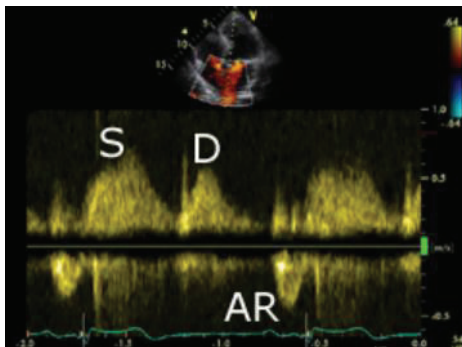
Mesure de l'onde Ap sur un doppler pulsé du flux veineux pulmonaire
